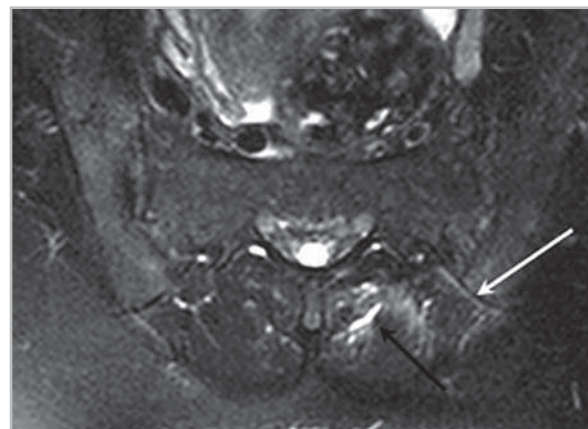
МР-томограмма КПС в полуаксиальной проекции в режиме T2-FS больного Б., 22 года. Диагноз – анкилозирующий спондилит (длительность болей в позвоночнике 36 мес.).
